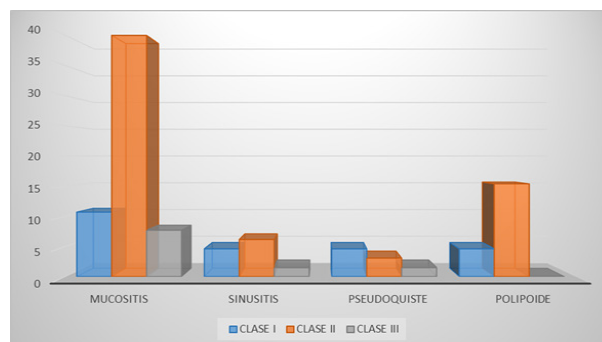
Frecuencia en la asociación entre la proximidad de la lesión periapical al piso del seno maxilar y el tipo de patología inflamatoria según la clasificación de Oberli (2007) modificada para este estudio.
